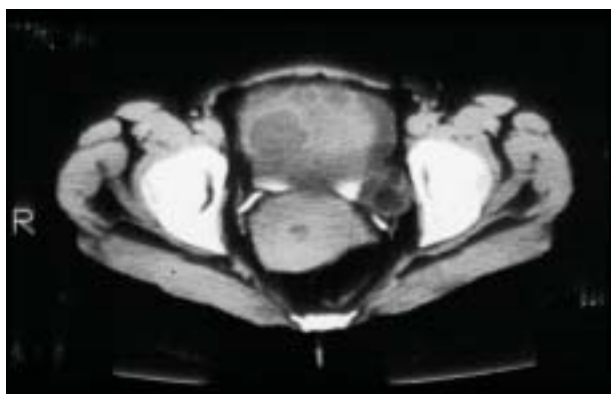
TAC abdominopélvico mostrando masa ovárica sólida de aproximadamente 15 cm. en su máxima dimensión.
